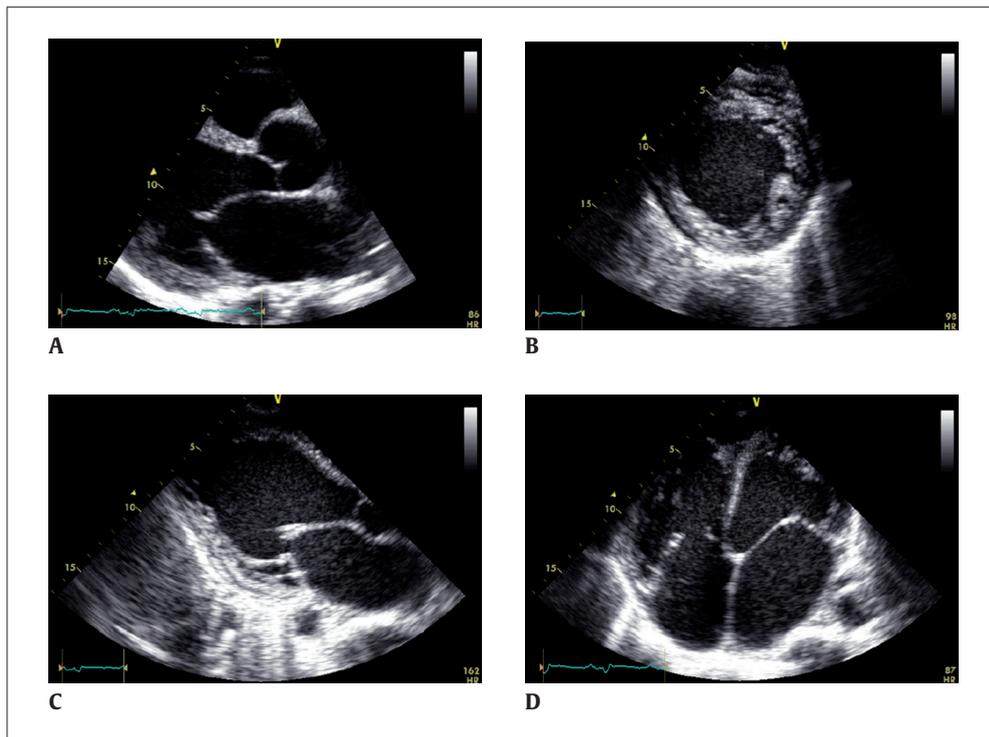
Ecocardiograma que muestra dilatación ventricular izquierda y biauricular. A: vista paraesternal de eje largo. B: vista paraesternal de eje corto. C: vista apical de 3 cámaras. D: vista apical de 4 cámaras.
